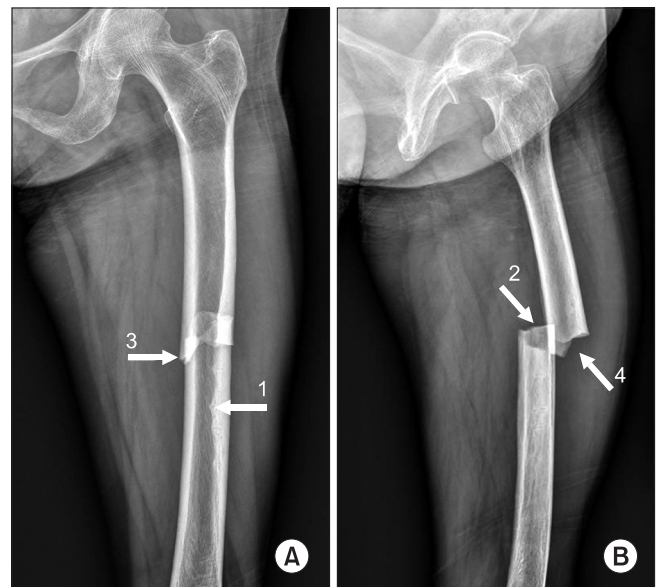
Anterior (A) and lateral (B) radiographs of the femur show unique configuration of bisphosphonate-associated femoral fractures: (1) lateral intramedullary cortical thickening; (2) transverse or slight obliquity; (3) medial spike; and (4) minimal comminution.
